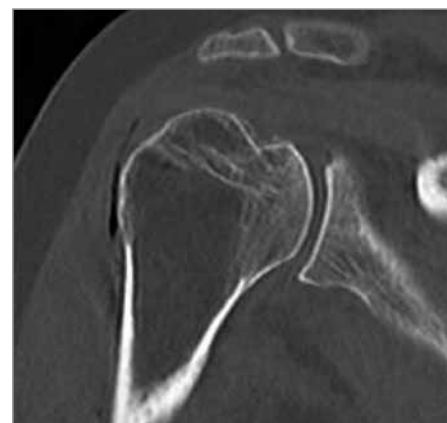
Präoperatives CT (Hill-Sachs-Defekt)
